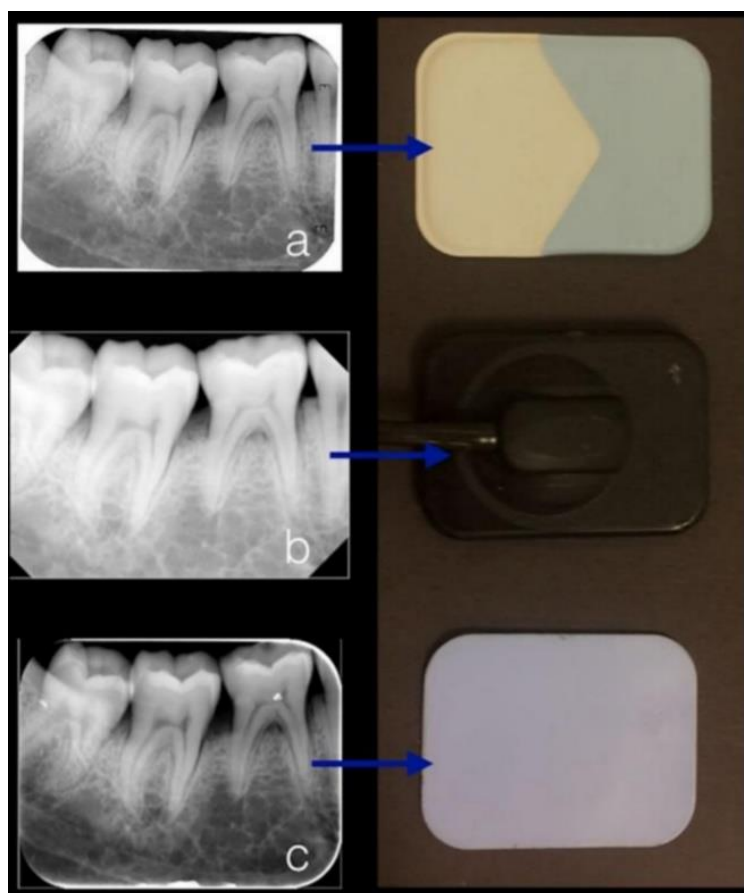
Comparação de uma radiografia periapical nos sistemas: convencional (a), sensor sólido (b) e placa de armazenamento de fósforo (c). Fonte: IKUTA, SALZEDAS; 2018.
